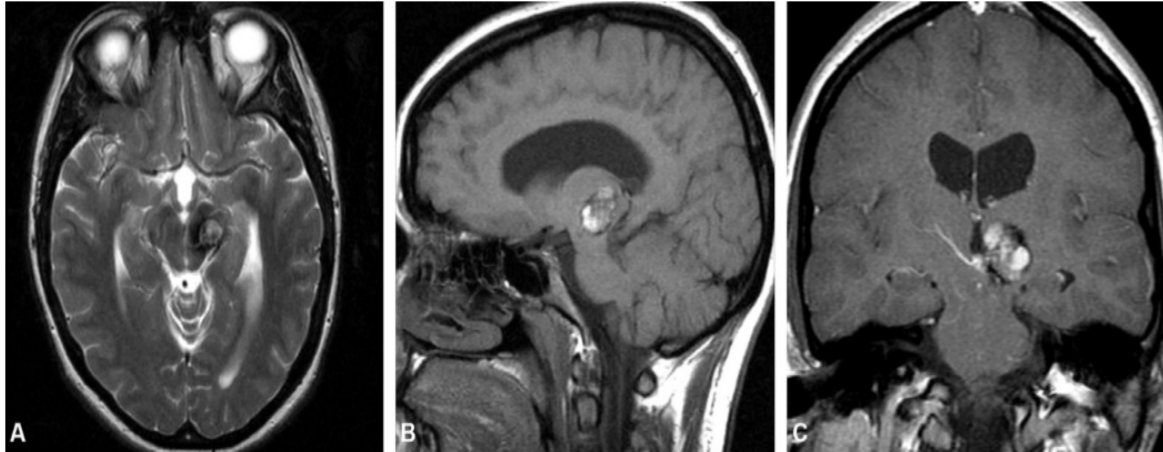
Cavernome intra-axial mésencéphalique. IRM. A : séquence axiale turbo spin-écho T2 ; image hétérogène centrale entourée d'un halo en hyposignal. B : séquence sagittale spin-écho T1 ; signal hyperintense au sein de la lésion témoin de remaniements hémorragiques récents. C : séquence coronale spin-écho T1 après injection de gadolinium ; prise de contraste linéaire à la face interne de la lésion évocatrice de la présence d'une anomalie veineuse de développement associée. [71]
